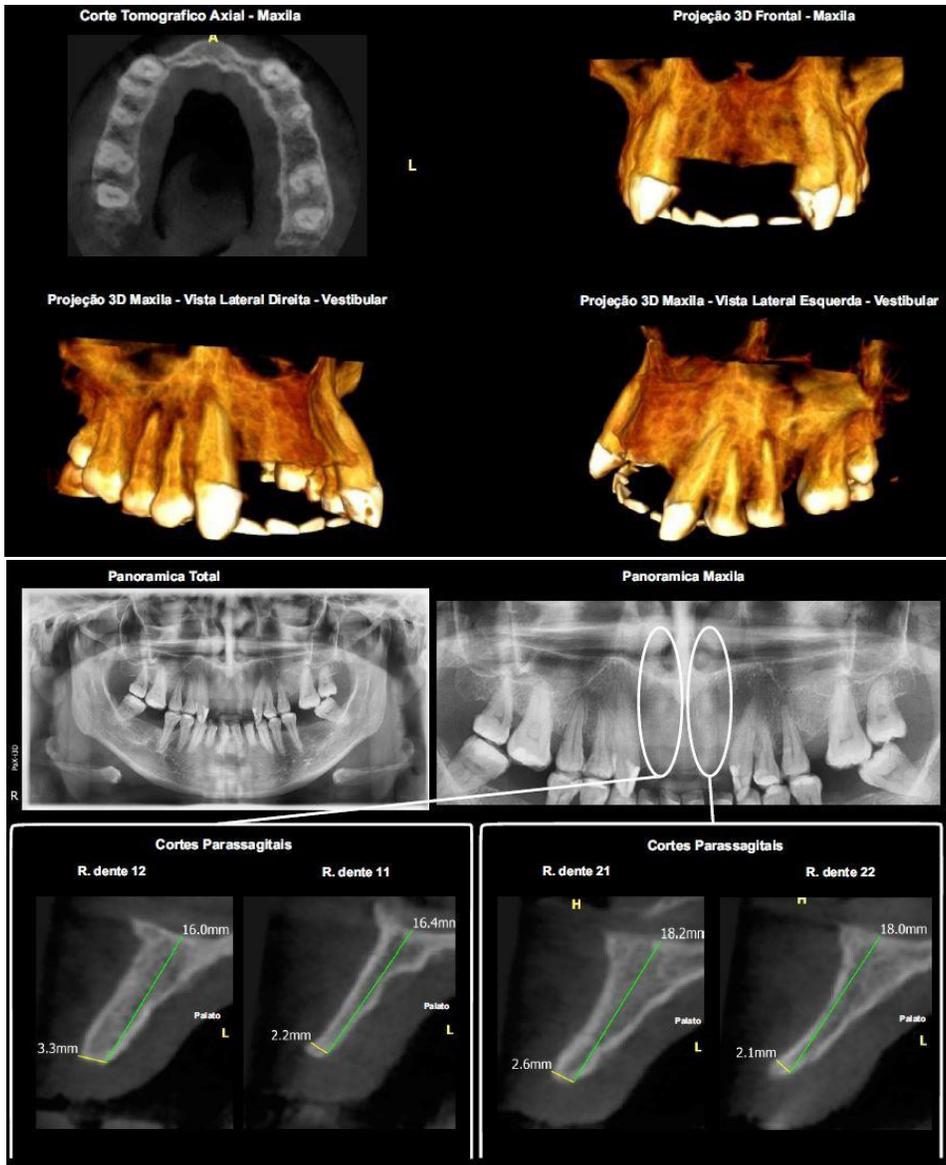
Tomografia computadorizada 3D Cone-Beam
